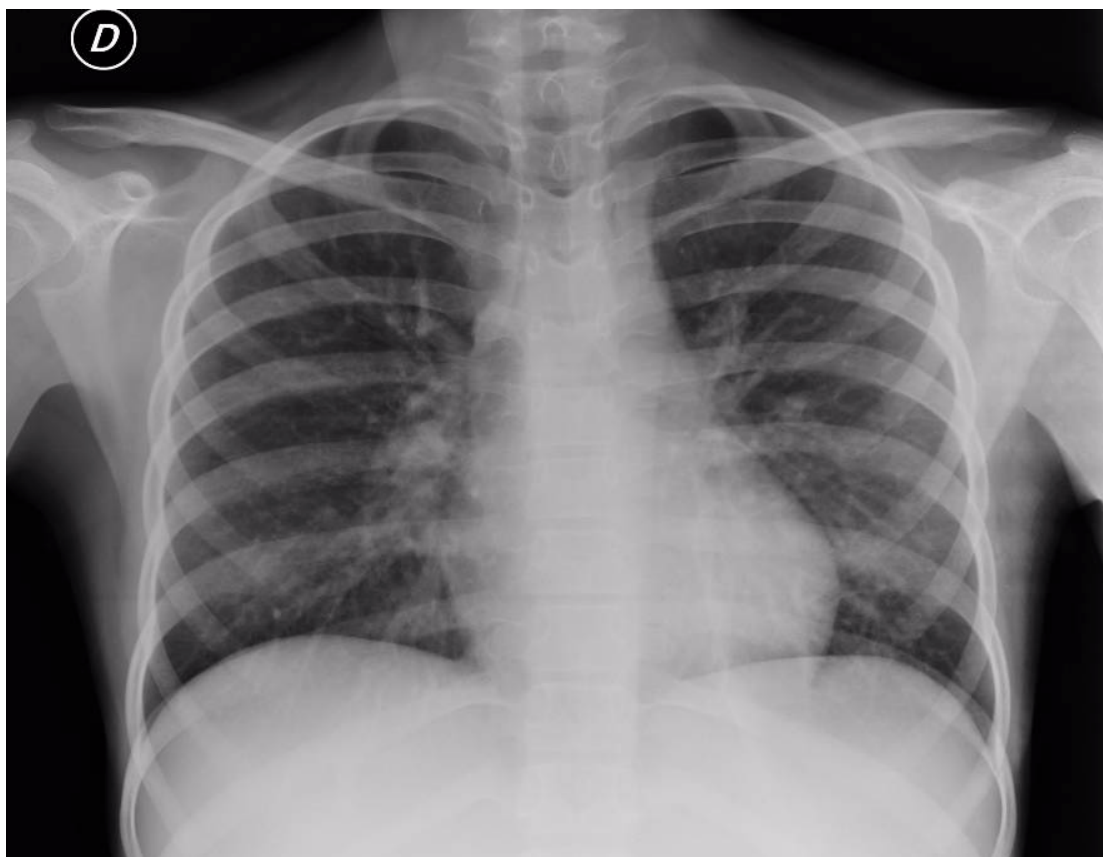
Radiografía de tórax
